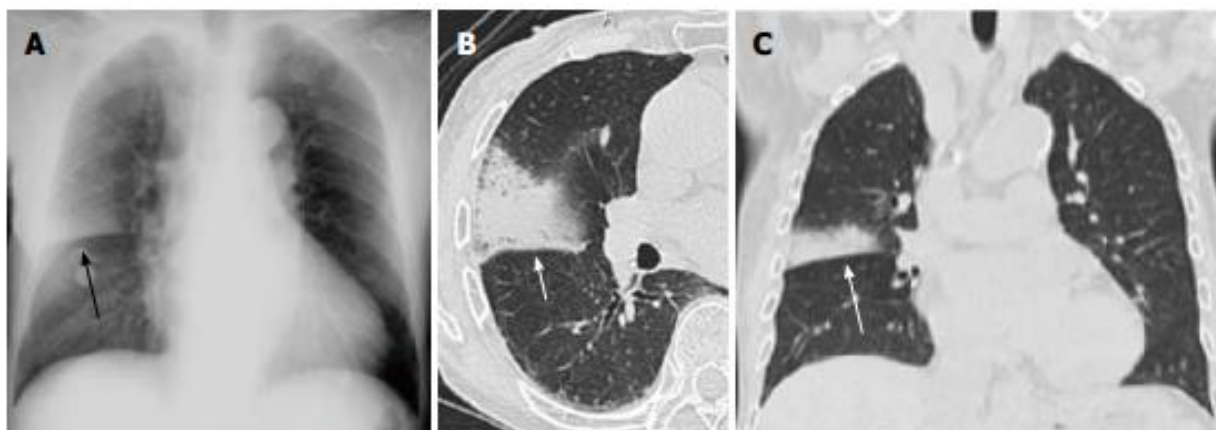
Imagem A - a radiografia do tórax mostra consolidação não segmental no campo pulmonar direito médio e Imagem B e C - a TCAR evidencia consolidação não segmental com broncograma, sugestivo de pneumonia lobar. Retirada de (16).
